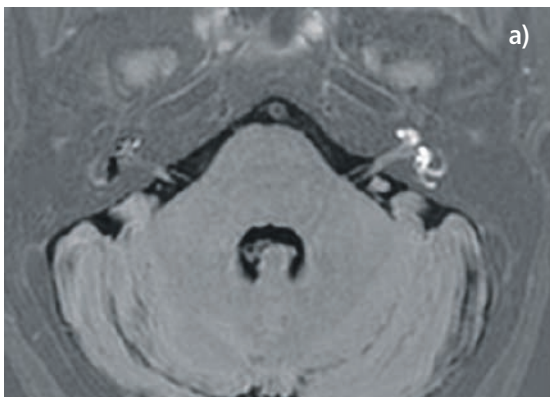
Magnetresonanztomografie 24 Stunden nach beidseitiger intratympanaler Kontrastmittelinjektion. In der Übersicht (Abb. 1a) erkennt man gut die helleren kontrastierten Innenohrstrukturen auf der rechten Bildseite (linkes Ohr des Patienten). In der Vergrößerung des rechten Innenohres (Abb. 1b) sind das Vestibulum (Pfeil) und Anschnitte des Gehörgangs (Pfeilspitzen) dunkel, was dem erweiterten (Hydrops) nicht kontrastierten endolymphatischen Raum entspricht. Im Vergleich dazu das linke Innenohr mit normaler Kontrastierung der Perilymphe und sehr kleinem Endolymphraum.
